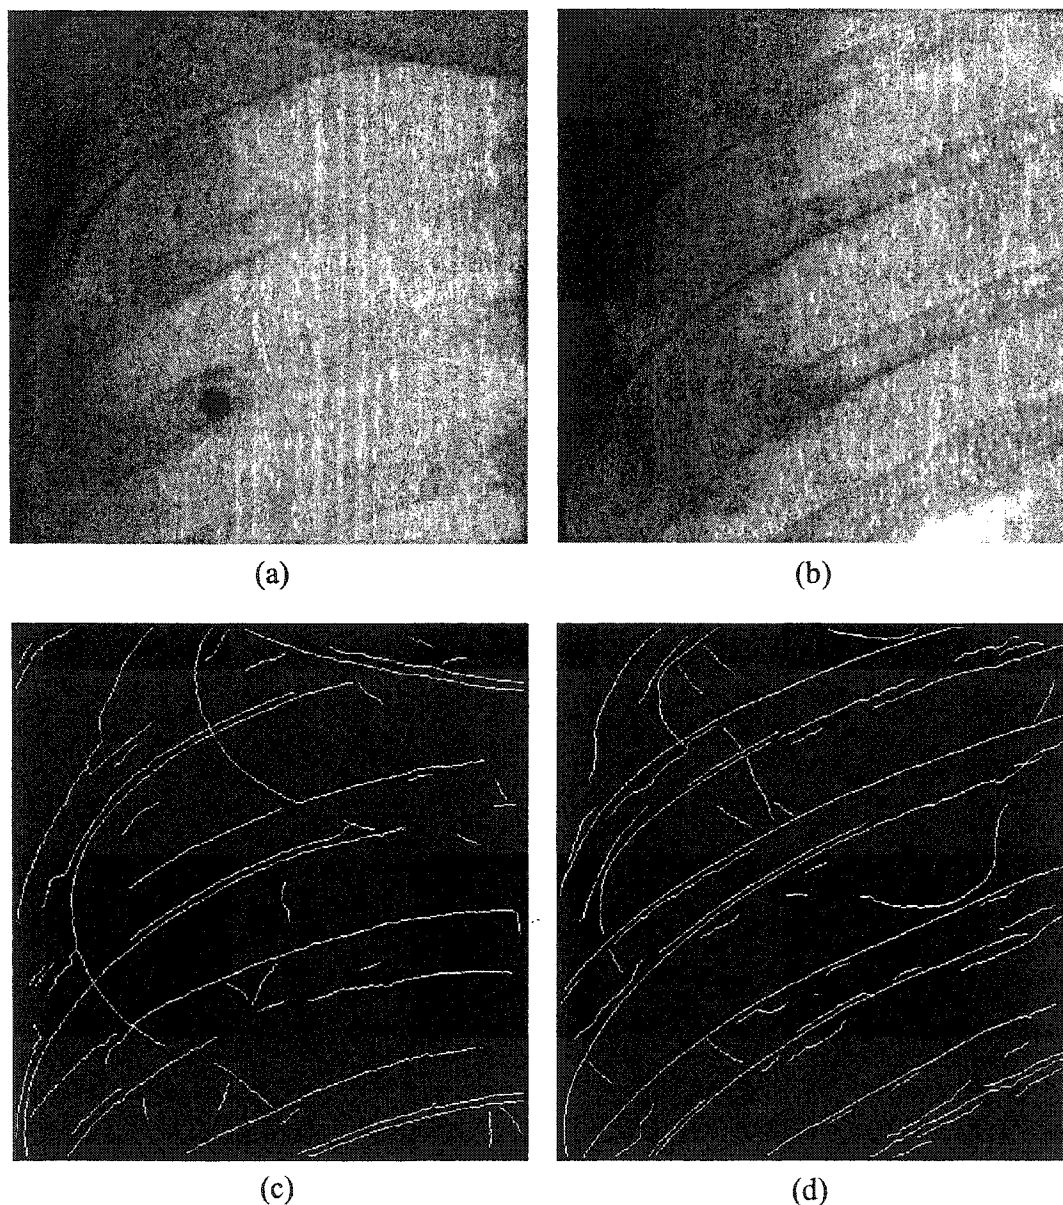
Radiographie numérique conventionnelle (a) et radiographie numérique basses doses (b) d'un fantôme physique et contours extraits (c), (d)
